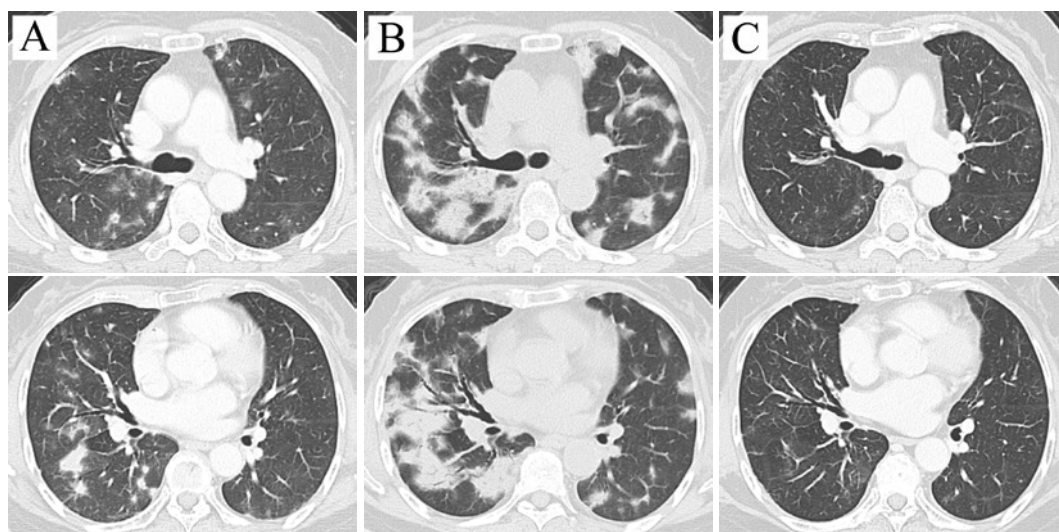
胸部CT。(A)発症時。両側散在性に浸潤影を認める。(B)イマチニブ中止30日後。全肺葉に胸膜直下がスベアされ気管支血管束周囲に優位な浸潤影を認める。蜂巢肺は認めないものの牽引性気管支拡張像がみられる。(C)ステロイド治療開始2ヶ月後。浸潤影は改善し、牽引性気管支拡張像も改善している。
